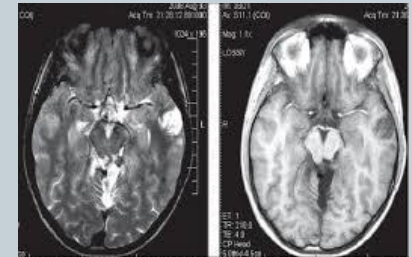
МРТ головного мозга в бассейне Ц. 14 лет. нейрофиброматоз 1-го типа: T2- и T1-взвешенные аксиальные изображения. Видны постоперационные изменения в правой и левой гемисфере головного мозга. Патологически изменены и левый височный доль (капиллярно-диффузно-инfiltrативная опухоль).
